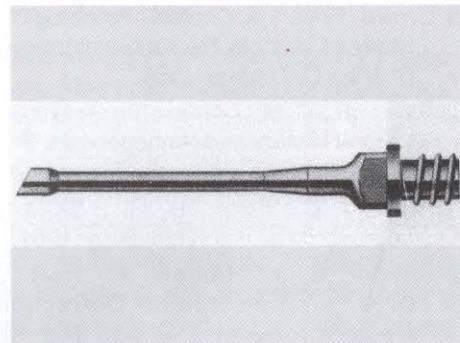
Ponteira Mega-ultrasonic tip.
